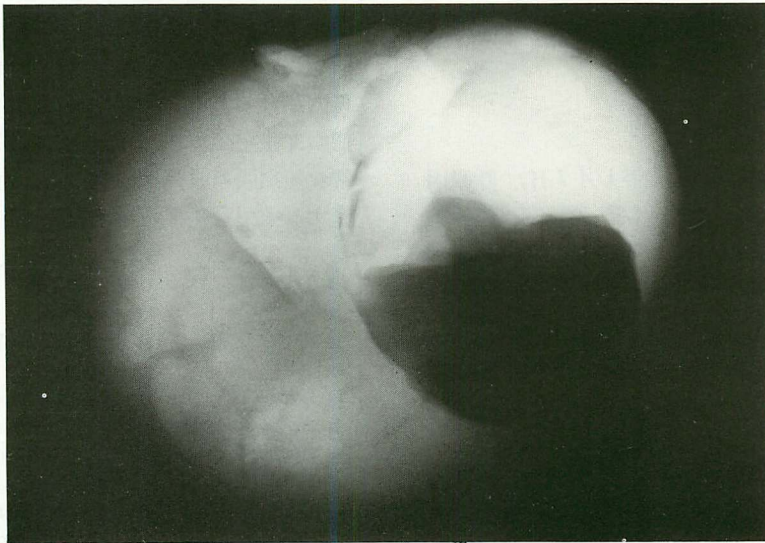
Roentgenogram of the thrombus.
